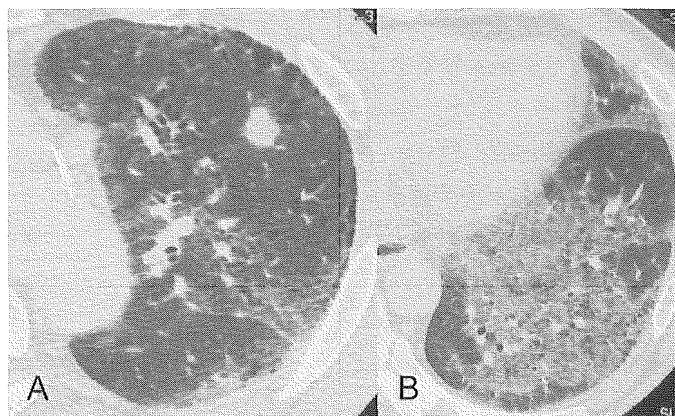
IIP/non-UIP 合併肺癌症例の HRCT 所見。A) 左 S3 に径 18 mm の境界明瞭で辺縁不正の分葉状結節を認める。B) 下葉にはび漫性に GGO が分布し、内部は牽引性気管支拡張を認める。
